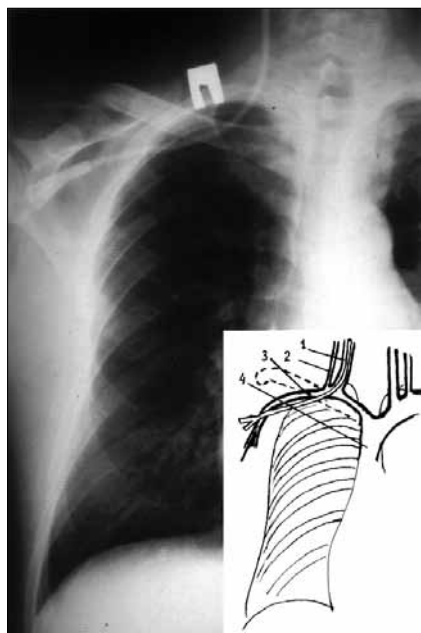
Рентгенограмма 6-го О.В.В.
